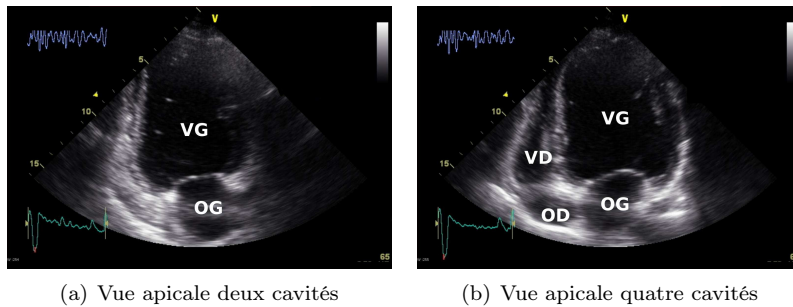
Exemple d'échocardiographie (patient P01) en vue apicale deux cavités (à gauche) et quatre cavités (à droite).
